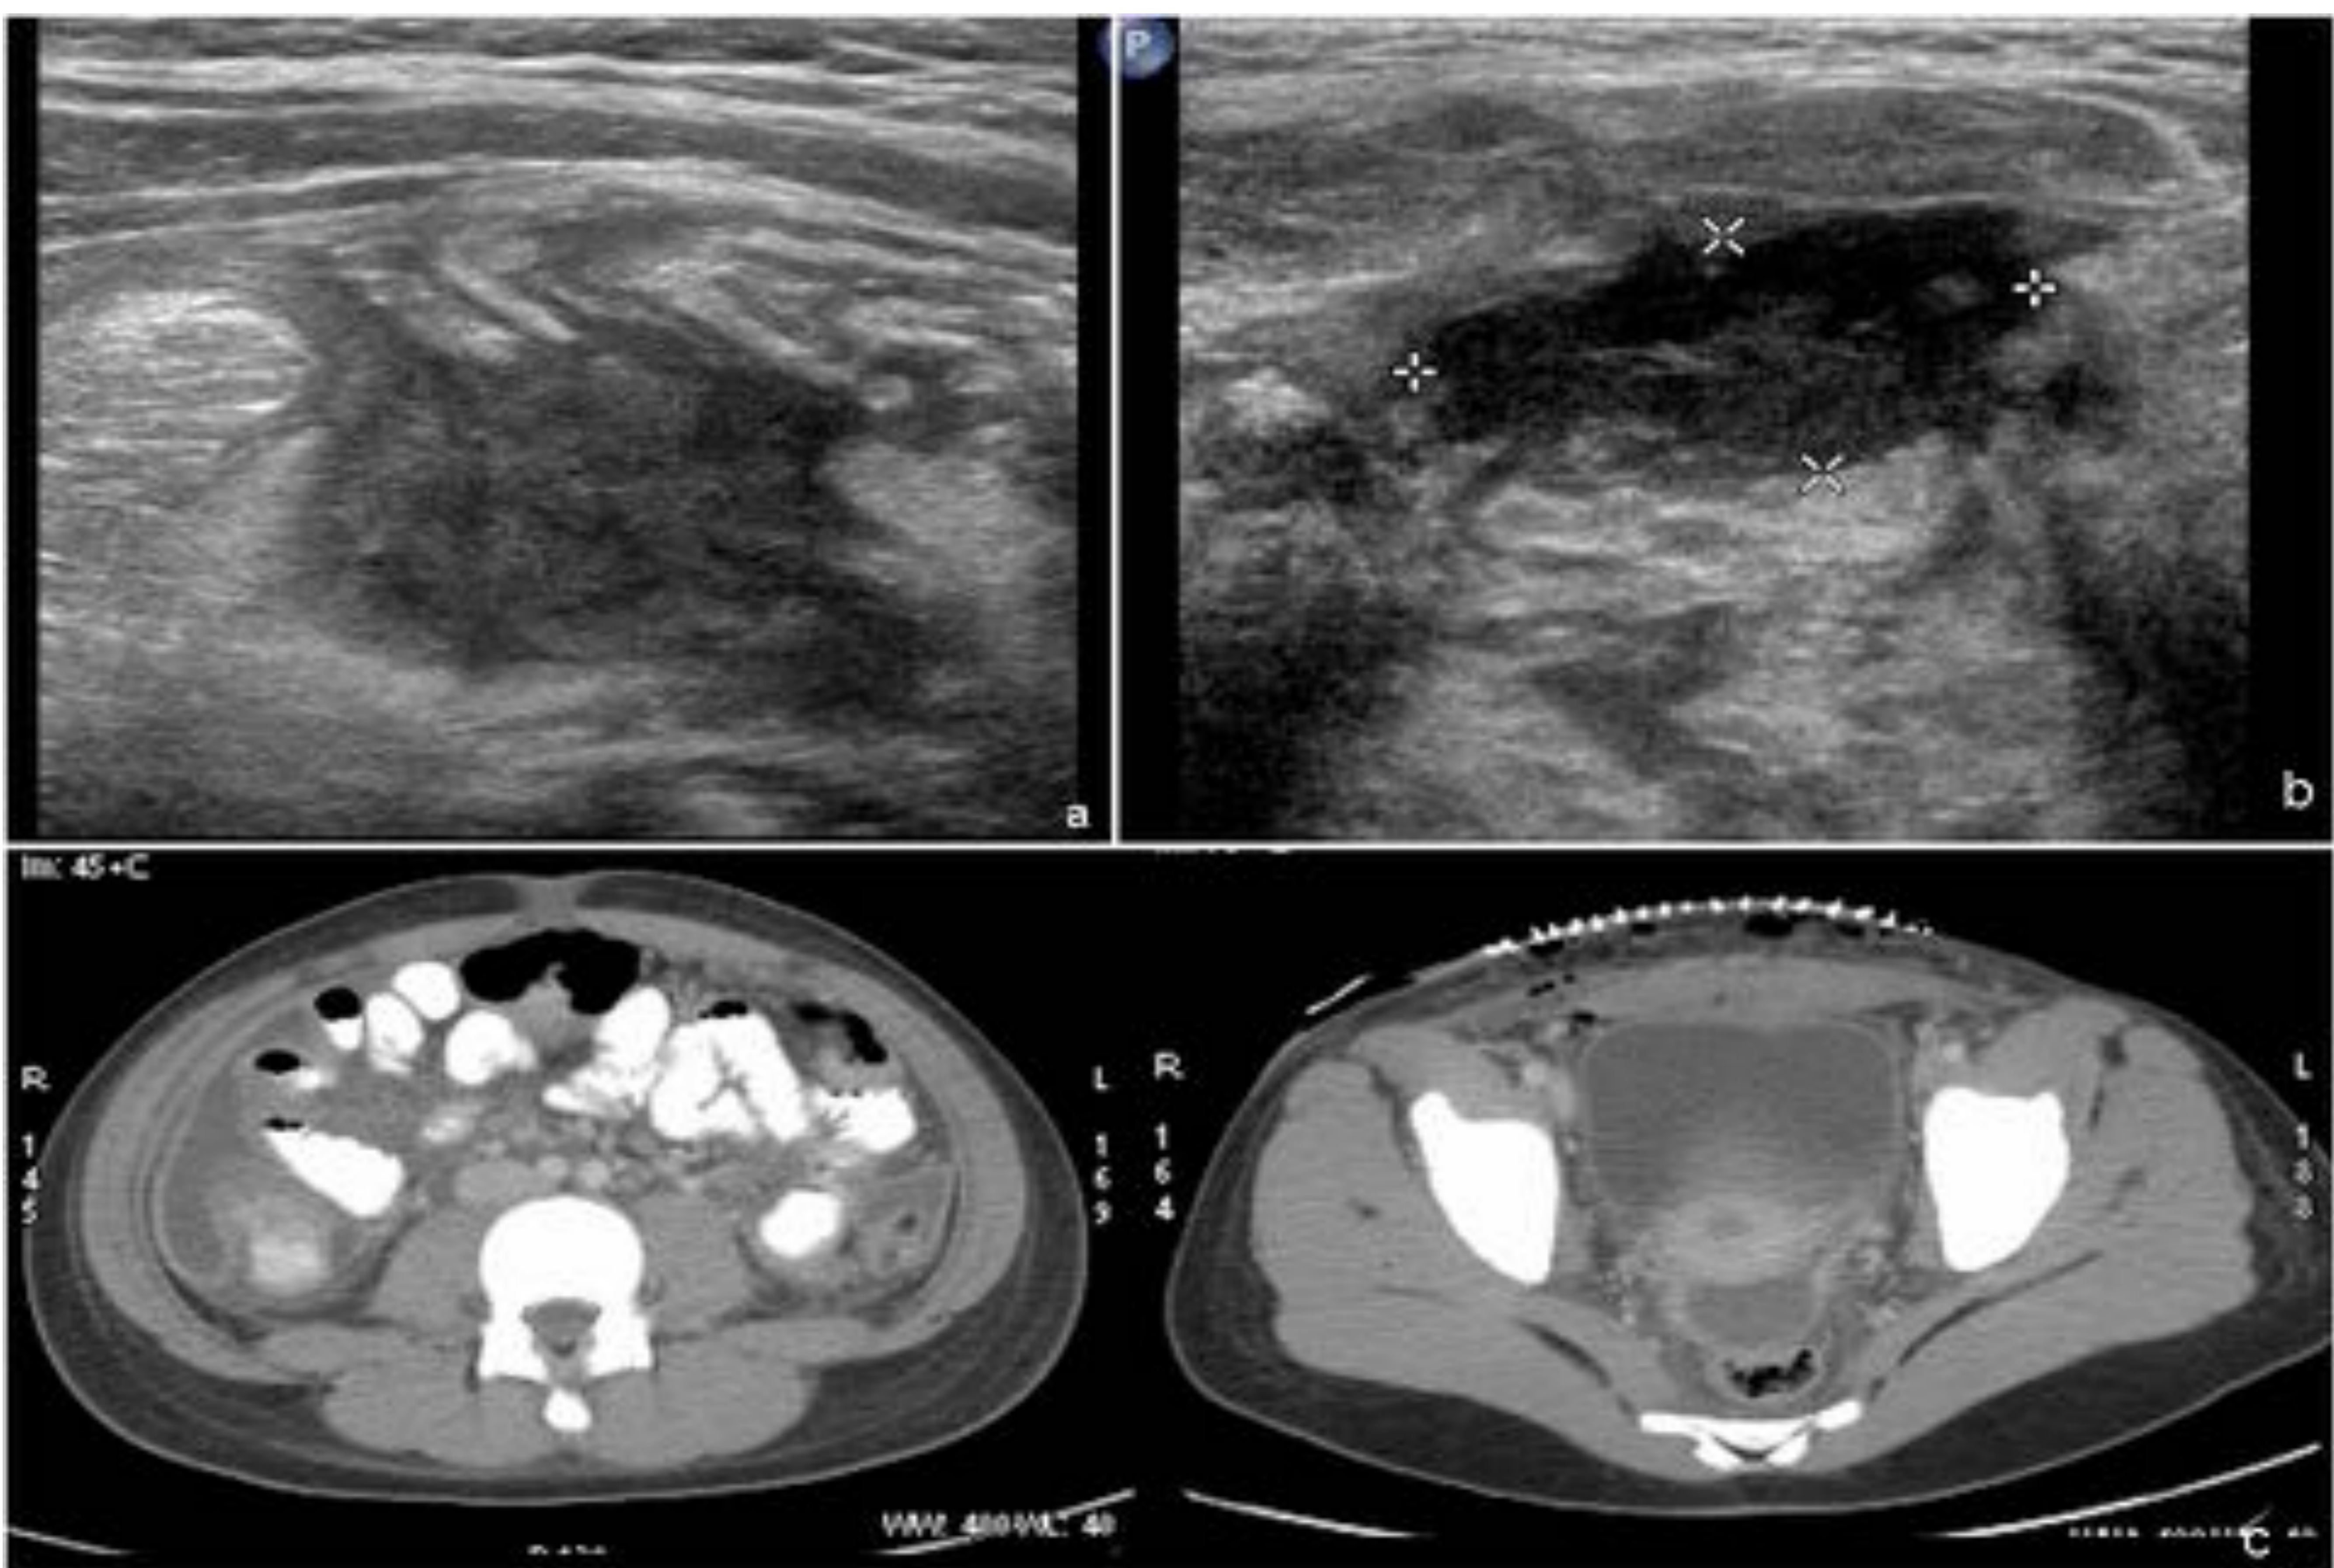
Complicaciones de apendicitis aguda. Formación de abscesos. Ecografías de dos pacientes (a y b) con abscesos en FID en el contexto de una apendicitis aguda. Aparecen colecciones heterogéneas con márgenes mal definidos y cambios inflamatorios regionales. TC con contraste (c) en paciente intervenida de apendicitis aguda con varias colecciones que realzan en la pared, localizadas en gotiera derecha y en pelvis menor.
